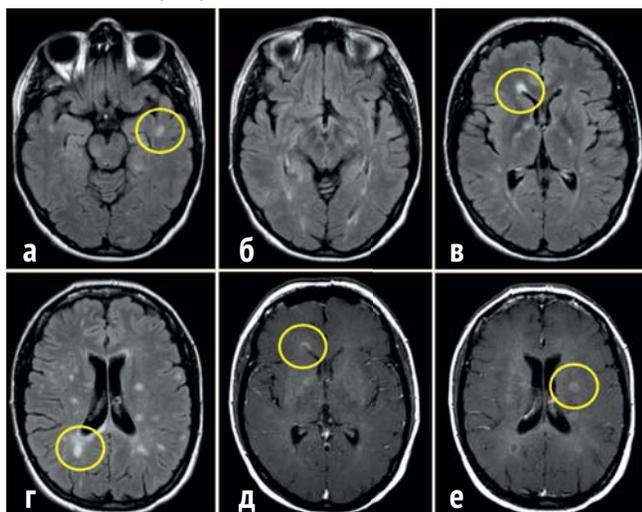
МРТ головного мозга от 27.10.2013 года в режимах T2FLAIR (а-в) и T1 после введения контрастного вещества (г-е)
